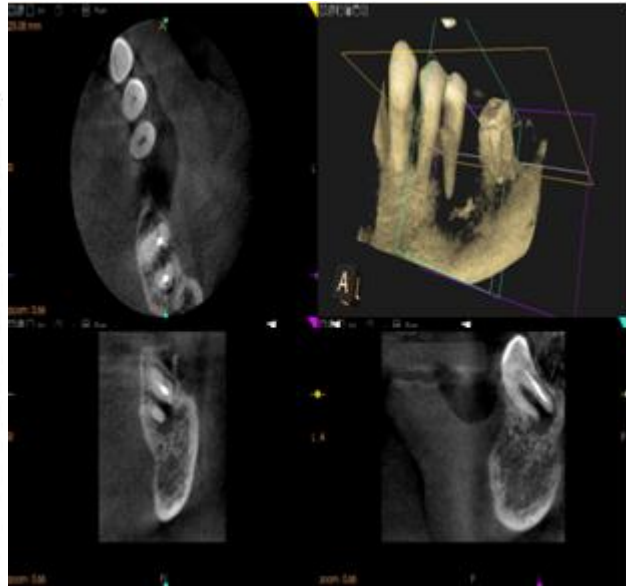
A mesma lesão observada na figura 6, mas com tecnologia CBCT. (In <http://www.carlosboveda.com/tvd.htm>)
